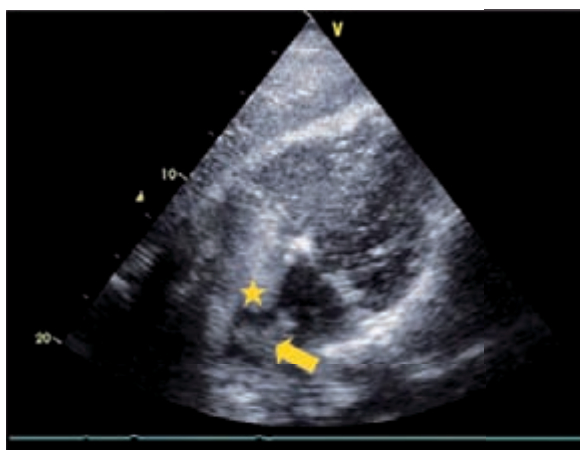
Ecocardiograma transtorácico vista subcostal, estudio con burbujas. Se observa el pasaje de burbujas (flecha) en el segundo latido desde AD a través del septum interauricular aneurismático y el FOP (estrella) hacia la AI.
